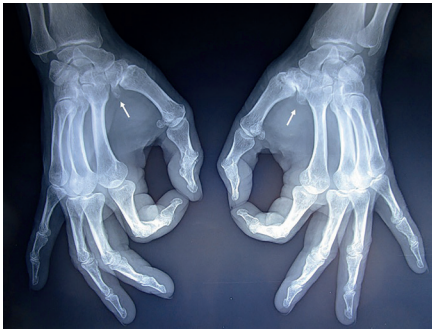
Radiografía oblicua de ambas manos que muestran osteoartritis de ambas articulaciones trapecio-metacarpianas (rizartritis), ver flechas, predominante en mano izquierda; ambas con grandes osteofitos del trapecio.
